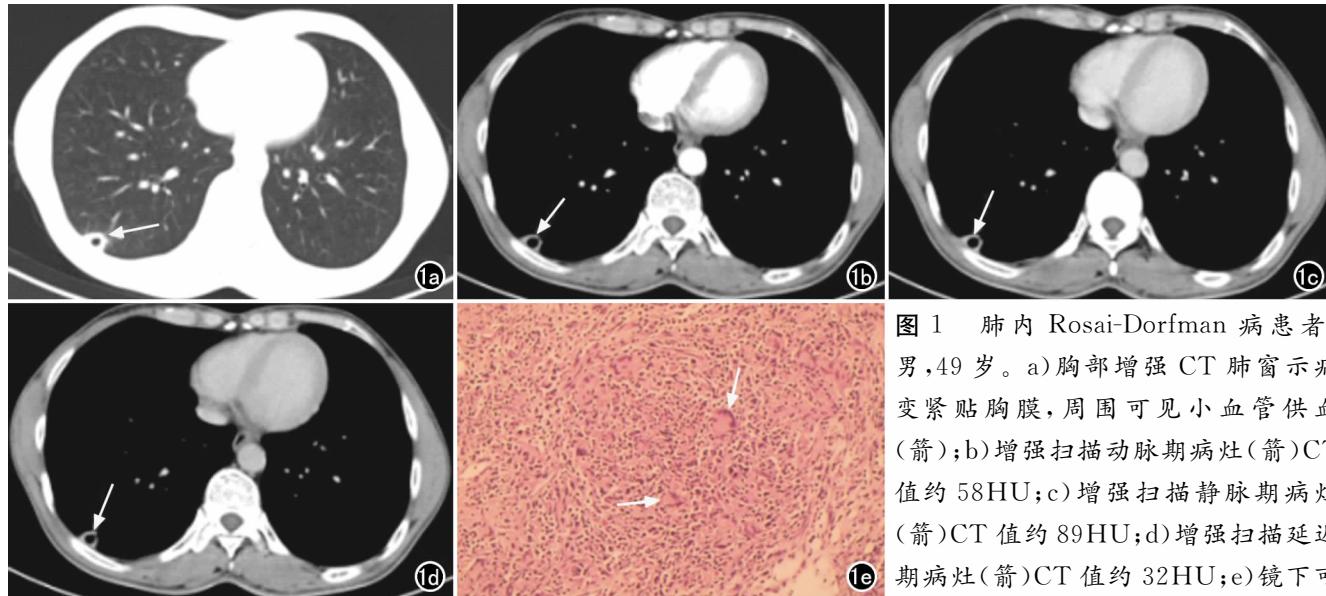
肺内 Rosai-Dorfman 病患者，男，49岁。a)胸部增强 CT 肺窗示病变紧贴胸膜，周围可见小血管供血(箭)；b)增强扫描动脉期病灶(箭)CT 值约 58HU；c)增强扫描静脉期病灶(箭)CT 值约 89HU；d)增强扫描延迟期病灶(箭)CT 值约 32HU；e)镜下可
